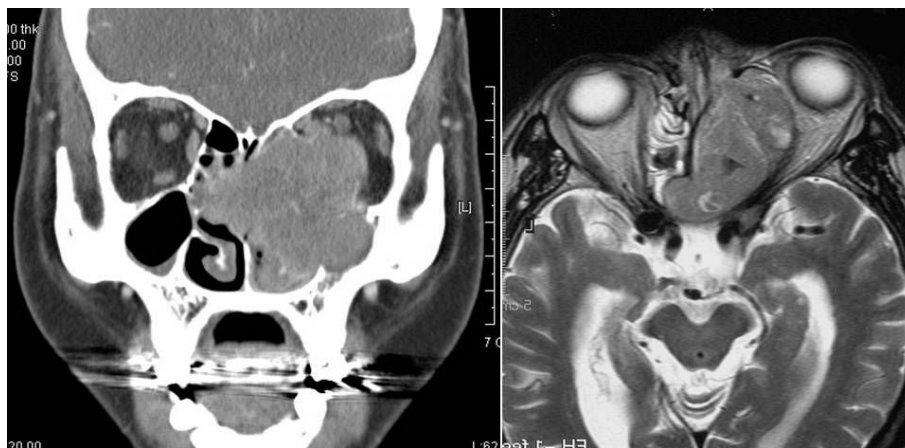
Coronal CT scan and axial MRI view accurately demonstrate the extent of orbit invasion from left-sided maxillary sinus tumor.
